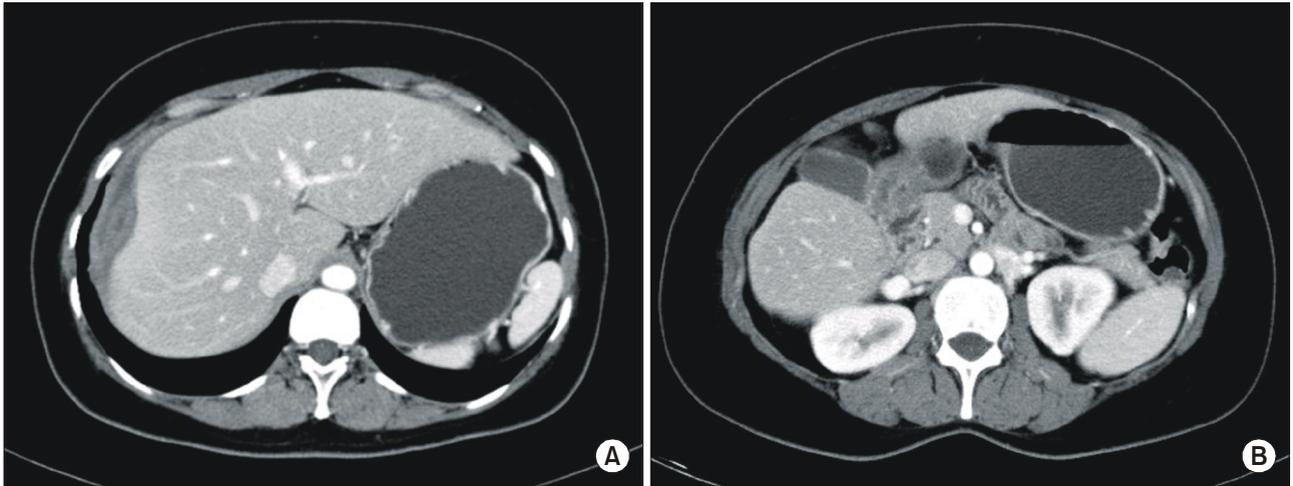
(A, B) At two months later after thrombectomy, the following CT scans shows much decreased subcapsular hematoma and no residual thrombus at the inferior vena cava.
